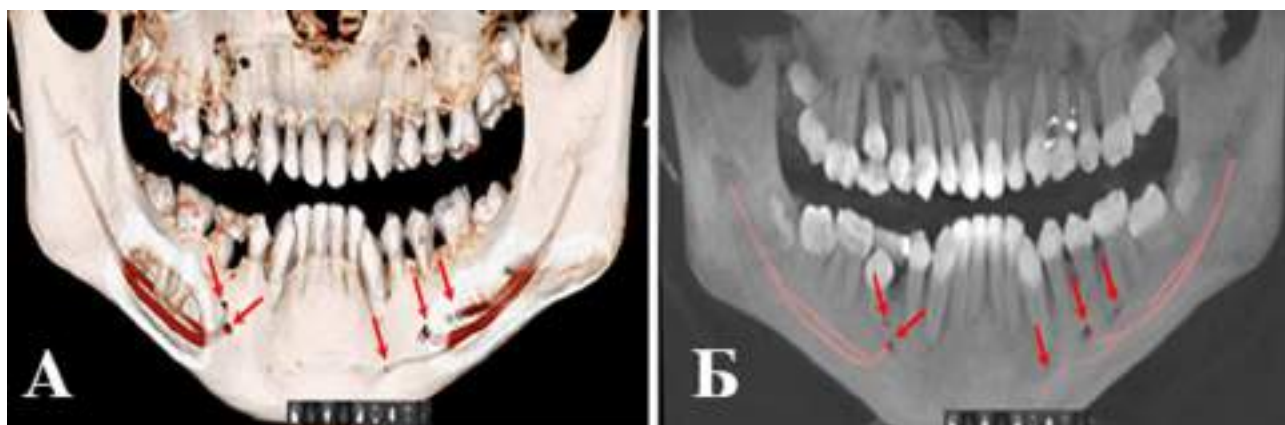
А – 3D-реконструкційна модель біфідної структури правого та трифідної структури лівого каналів НЩ, кісткове зображення; Б – 3D-реконструкційна модель біфідної структури правого та трифідної структури лівого каналів НЩ, рентгенологічне зображення (жінка, 58 років).
